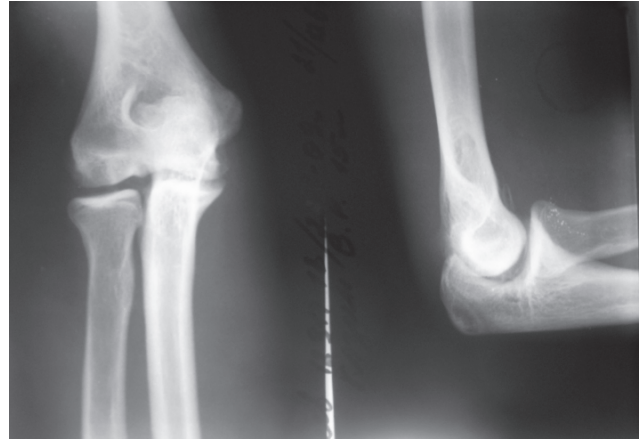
Рентгенограммы левого локтевого сустава пациента К.: в боковой проекции в области венечной ямки – внутрисуставное тело
